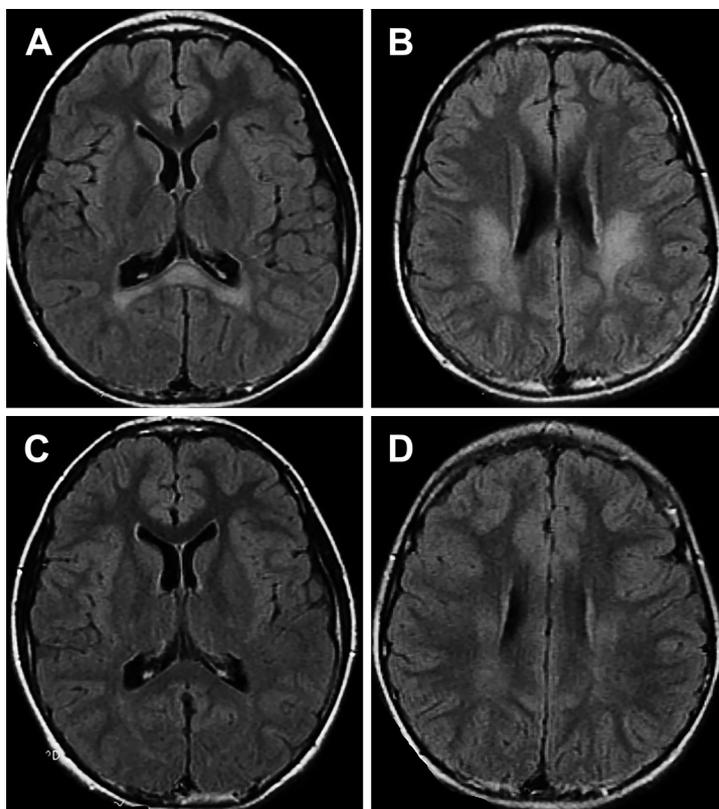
MRI at the age of 8 years.
